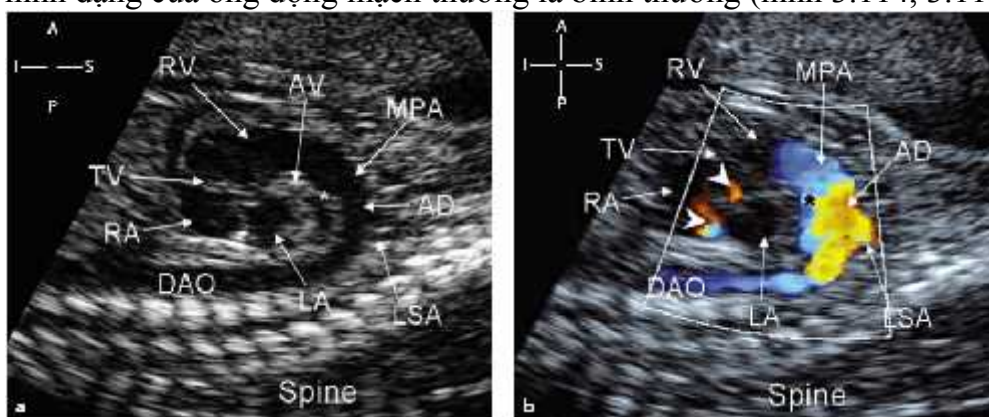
Doppler màu trên cung ống động mạch ở thai 23 tuần bình thường
